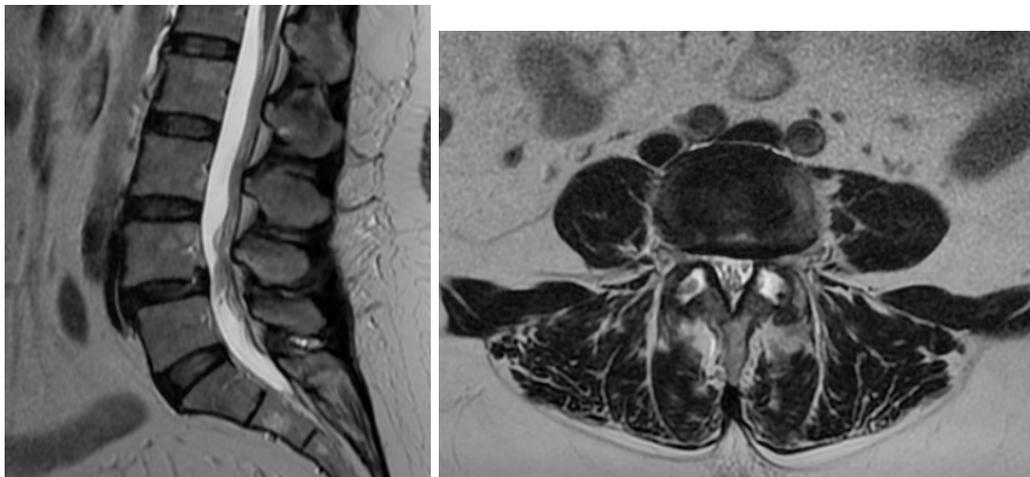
Imagen izquierda, corte de resonancia magnética sagital con listesis entre las vertebrae L4 y L5, presencia de degeneración discal Pfirmann grado 4 a este nivel y grado 3 para el disco suprayacente. Imagen derecha, corte axial de resonancia magnética a nivel del disco L4 L5, se aprecian zonas de hiperintensidad en el disco, pérdida de la forma arriñonada habitual, las facetas articulares sagitalizadas y con edema interarticular, características propias de la espondilolistesis degenerativa.
